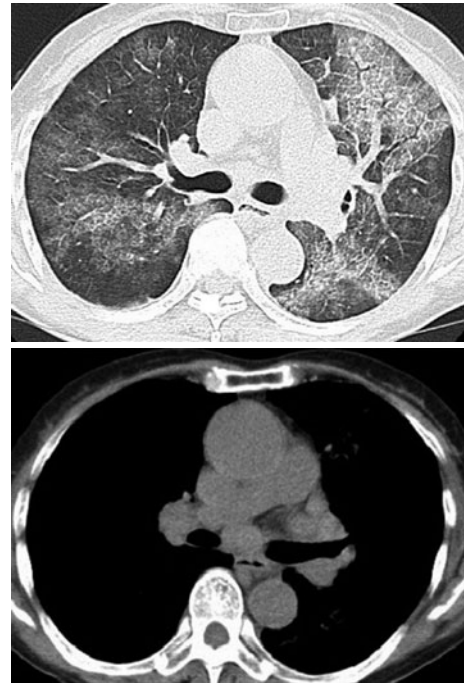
A chest CT scan on admission, exhibiting centrilobular or panlobular ground-glass opacity and mediastinal lymphadenopathy.
